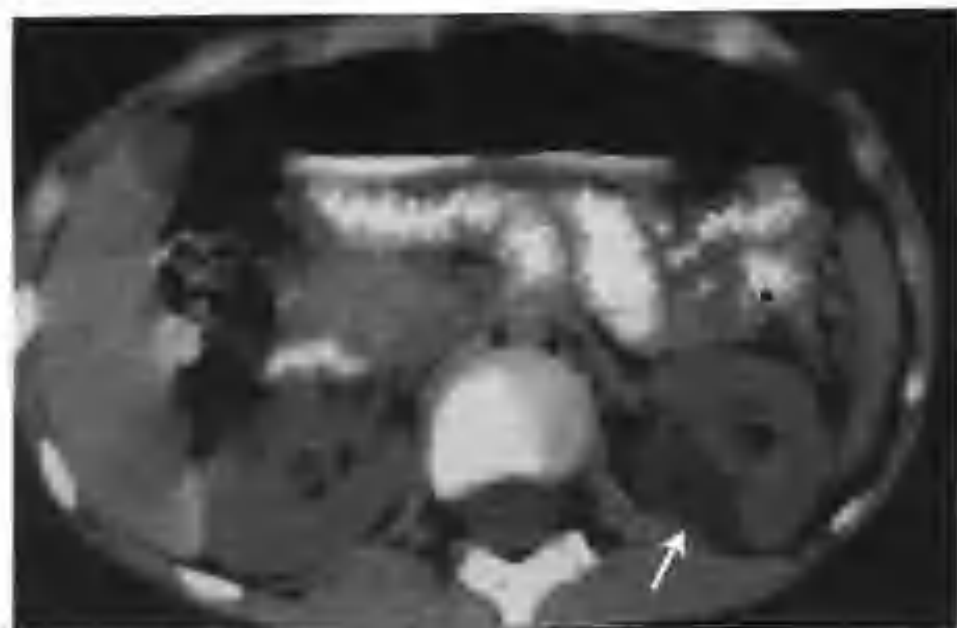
与图 4-1-28 为同一病例，不同层面 CT 平扫示积液的上肾单位 (箭头)
